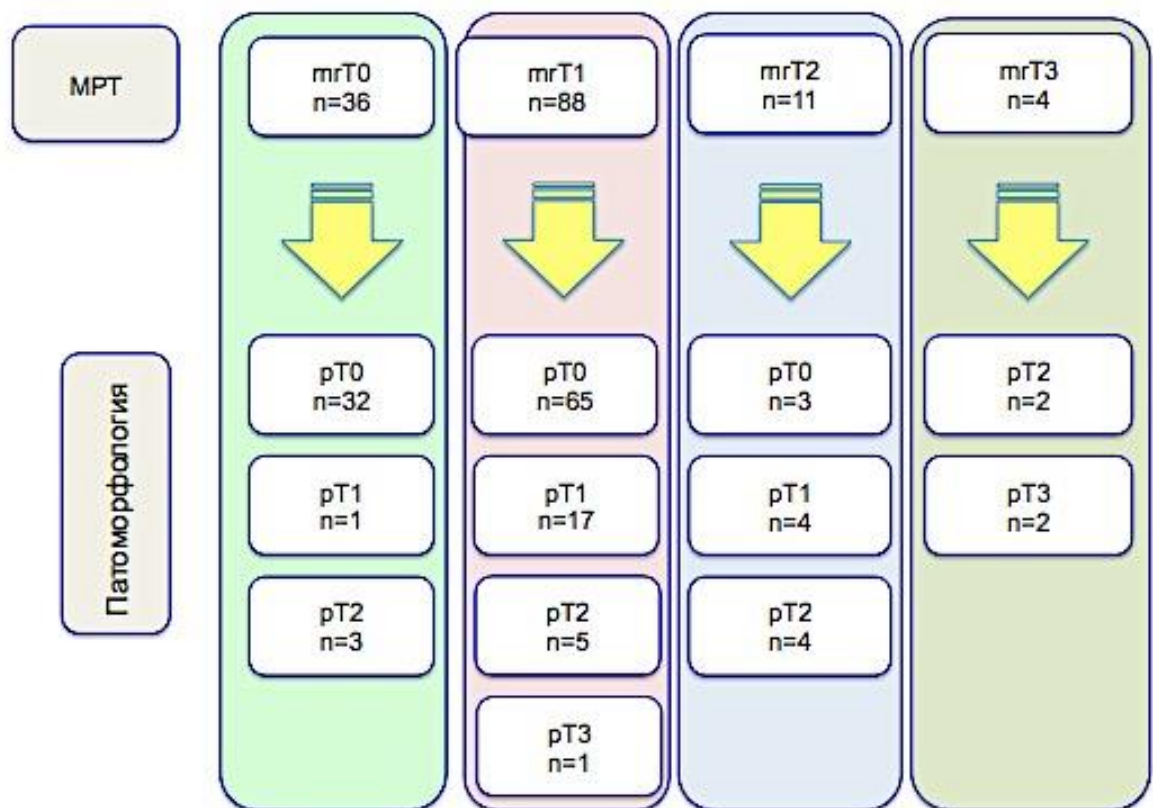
Сопоставление данных МРТ и результатов патоморфологического исследования операционных препаратов после ТЭМ (n=139).
